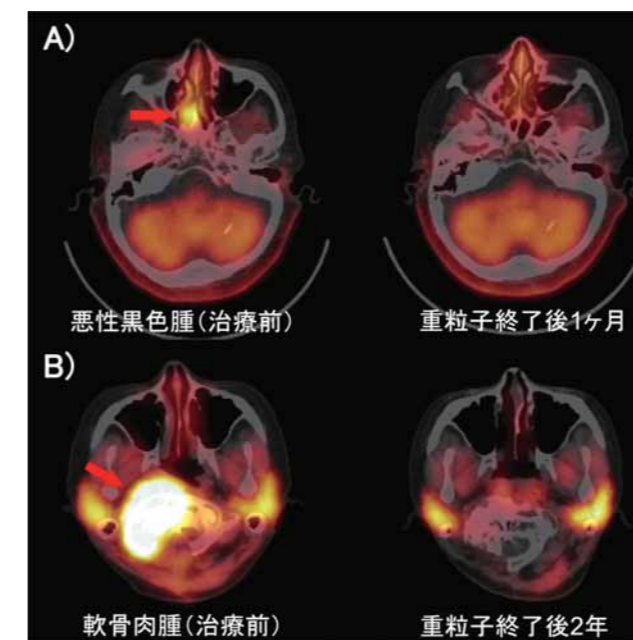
重粒子線治療と<sup>11</sup>C-メチオニンPET画像
